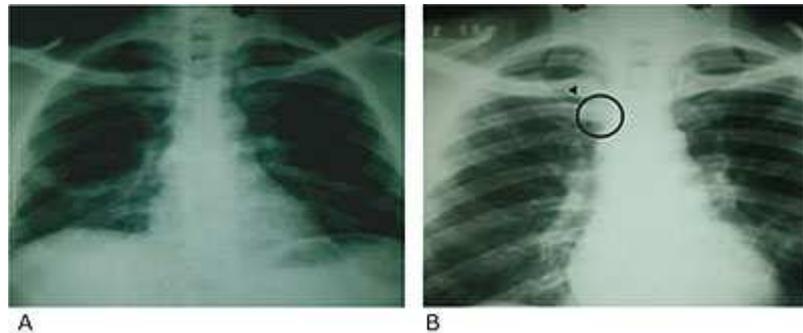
A) Radiografía posterior de tórax, opacidad en proyección al bronquio principal derecho y B) izquierdo.
